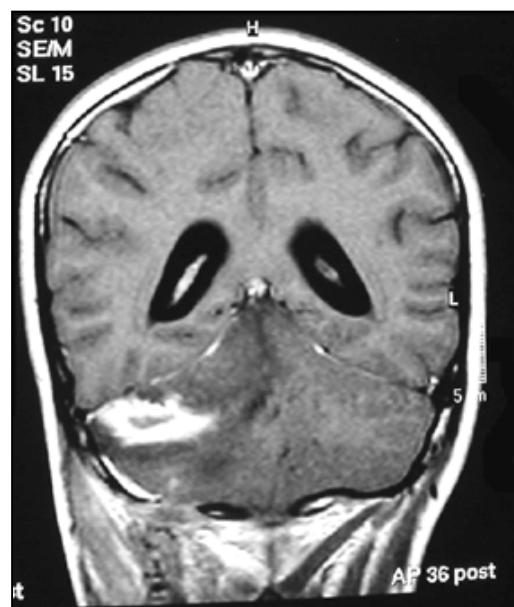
RMN de cerebro. Corte longitudinal.
